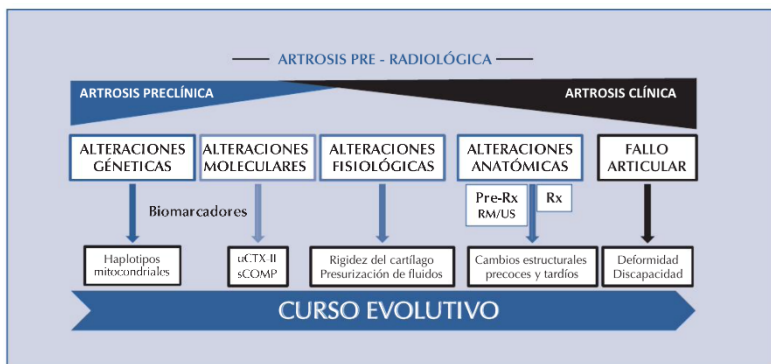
Curso evolutivo da artrose. uCTX-II, telopeptido carboxiterminal do coláxeno tipo II en oroiños; sCOMP, proteína oligomérica da matriz da cartilaxe sérica; Pre-Rx, pre-radiolóxica; Rx, radiolóxica; RM, resonancia magnética; US, ultrason.
